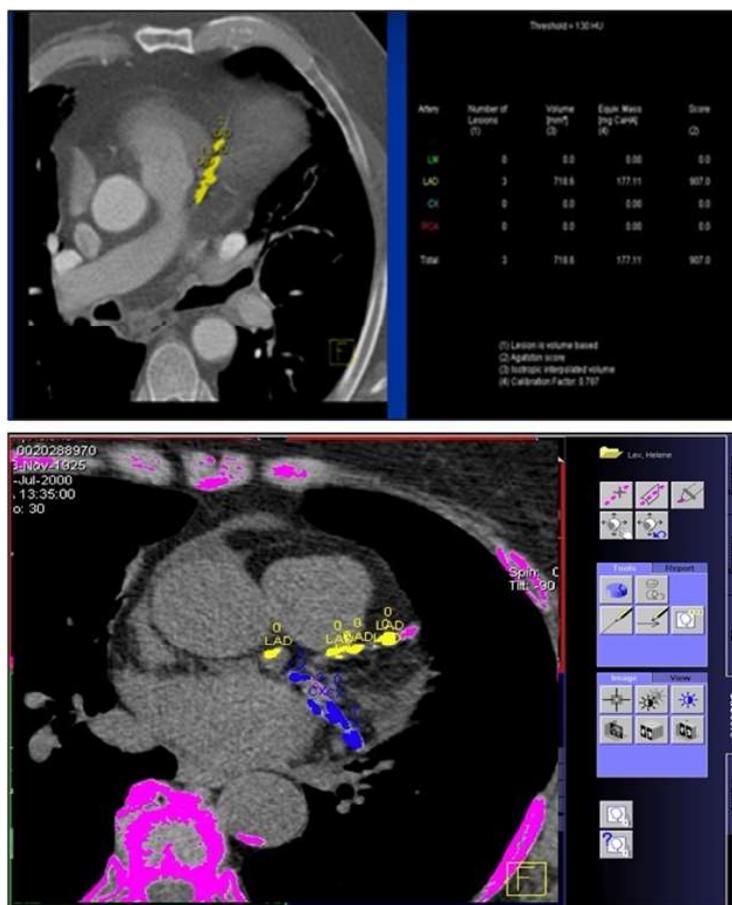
КТ сердца и коронарных артерий с определением коронарного кальция (желтым цветом отмечены участки артерий, в стенках которых отложения кальция)
